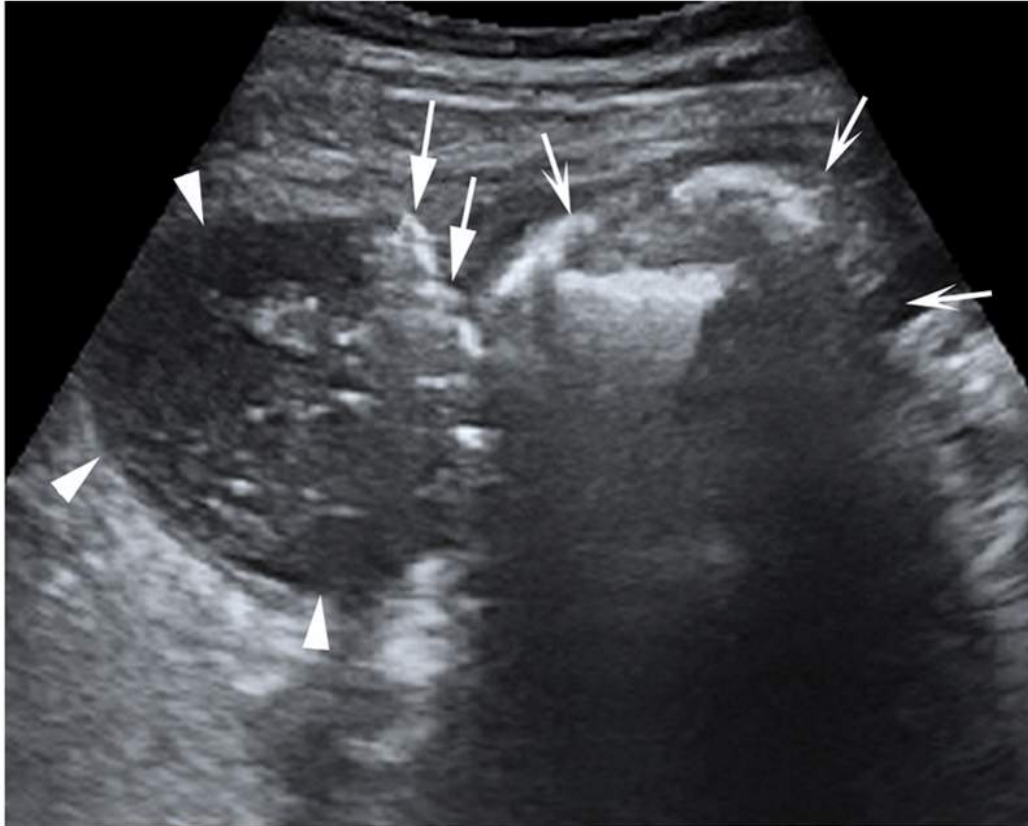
Échographie de la gouttière pariéto-colique droite chez une femme de 31 ans qui présente un abdomen chirurgical aigu avec contracture généralisée.
